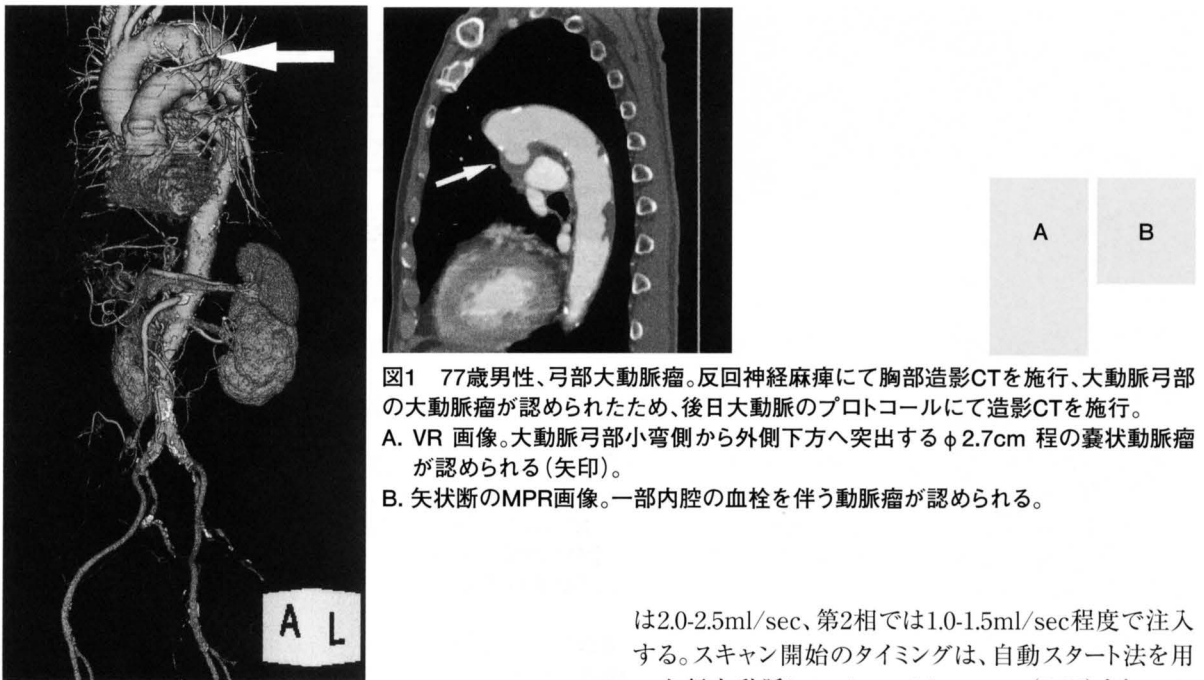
77歳男性、弓部大動脈瘤。反回神経麻痺にて胸部造影CTを施行、大動脈弓部の大動脈瘤が認められたため、後日大動脈のプロトコールにて造影CTを施行。
